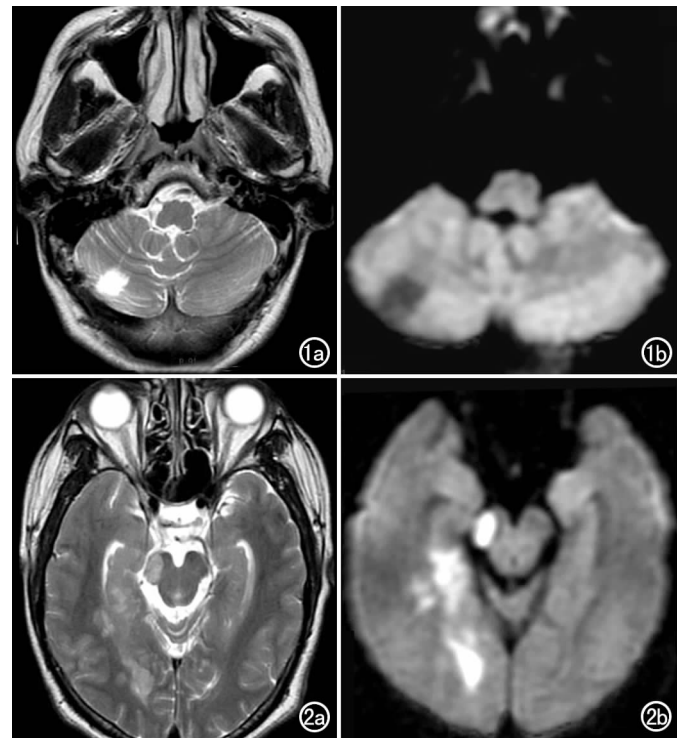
小脑层面 MRI 图像。a) T₂WI 示右侧小脑类圆形高信号灶, 边界清楚; b) 扩散加权成像示小脑梗死灶呈低信号。
